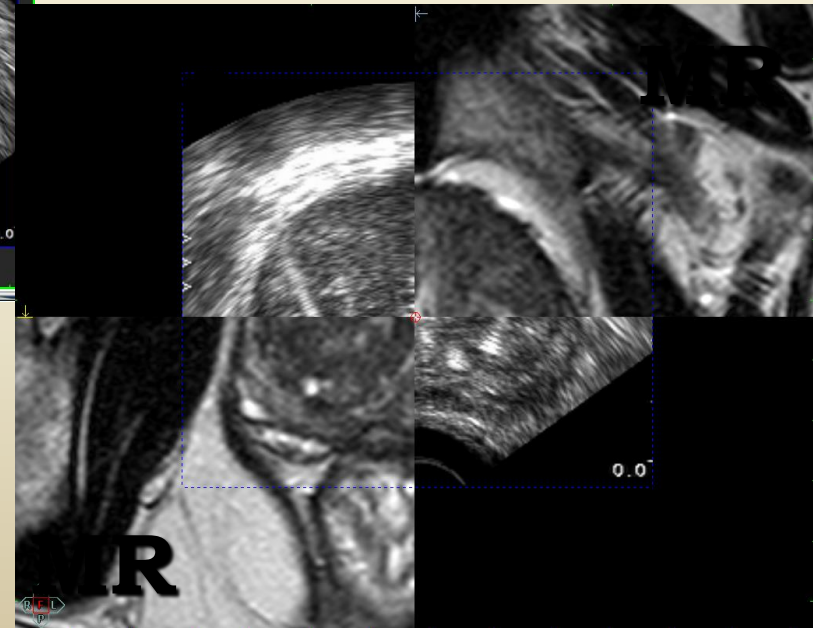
Obrazowanie porównawcze(IOR): 3D USG i MRI
